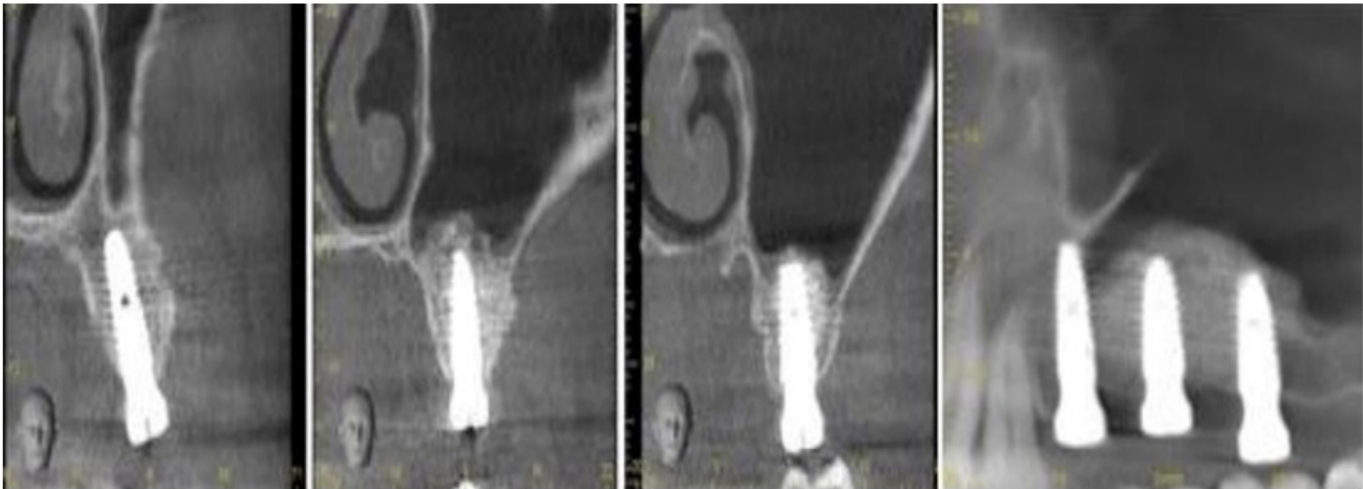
Послеоперационное контрольное КТ (после имплантации)
